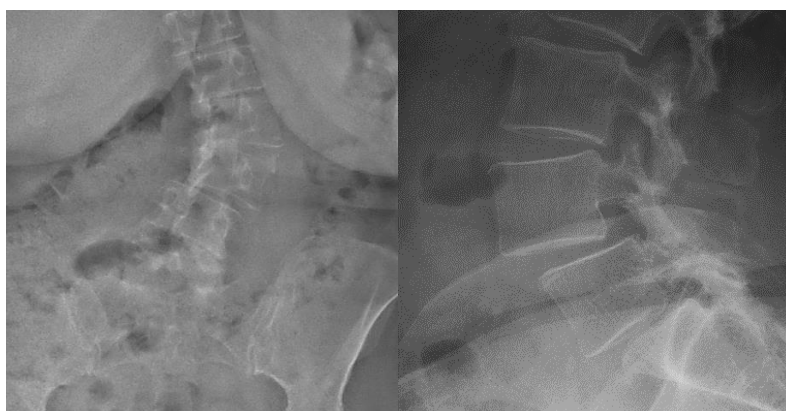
Radiographies de face d'une dislocation rotatoire L3L4 et de profil d'un spondylolisthésis dégénératif L4L5.
